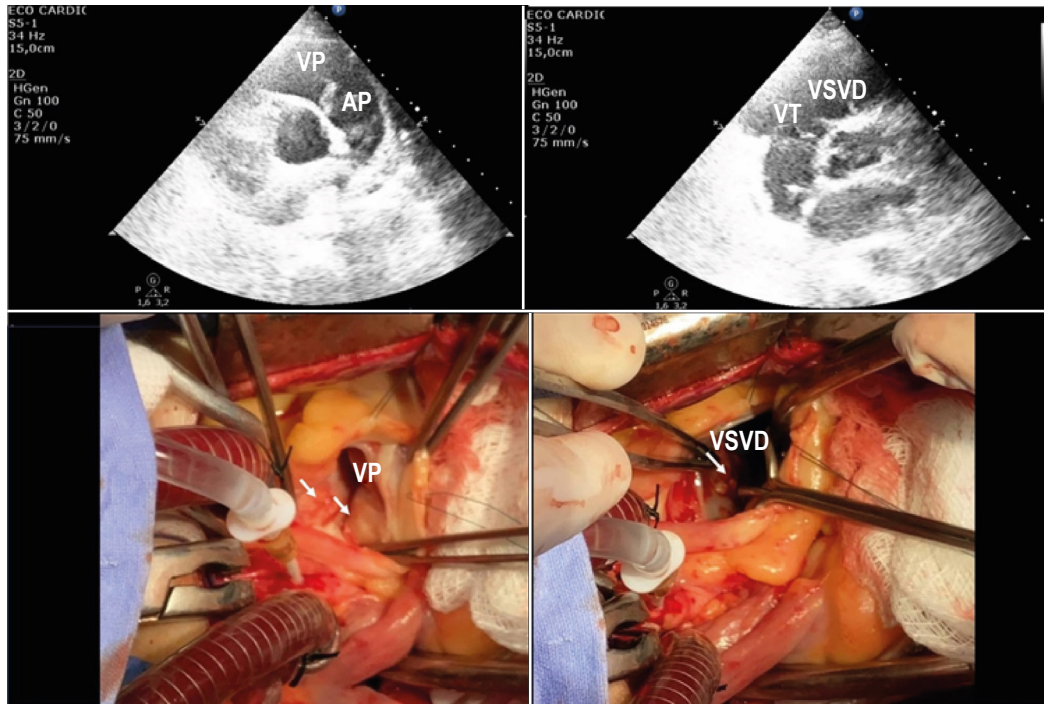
Painel esquerdo: ETT — eixo longo paraesternal da via de saída do ventrículo direito. Painel direito: ETT — eixo curto paraesternal da via de saída do ventrículo direito mostrando vegetação na via de saída. ETT - ecocardiograma transtorácico.
